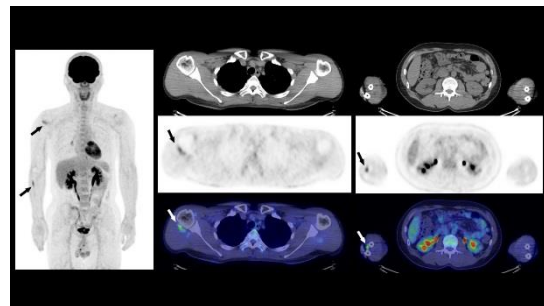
小円筋，肘の近くの橈尺間のFDG集積（同側上肢から投与）
